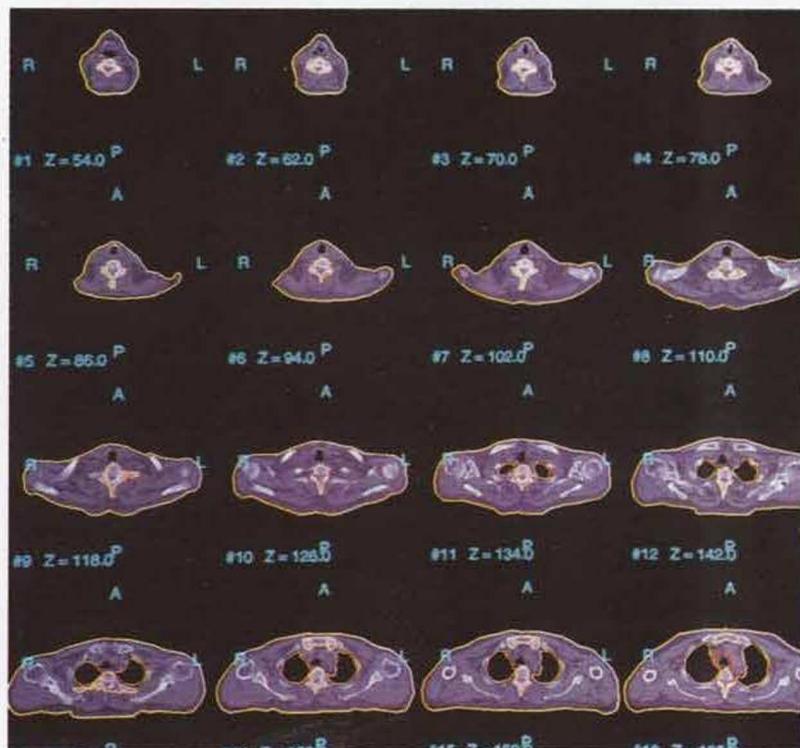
TC de planeamento
